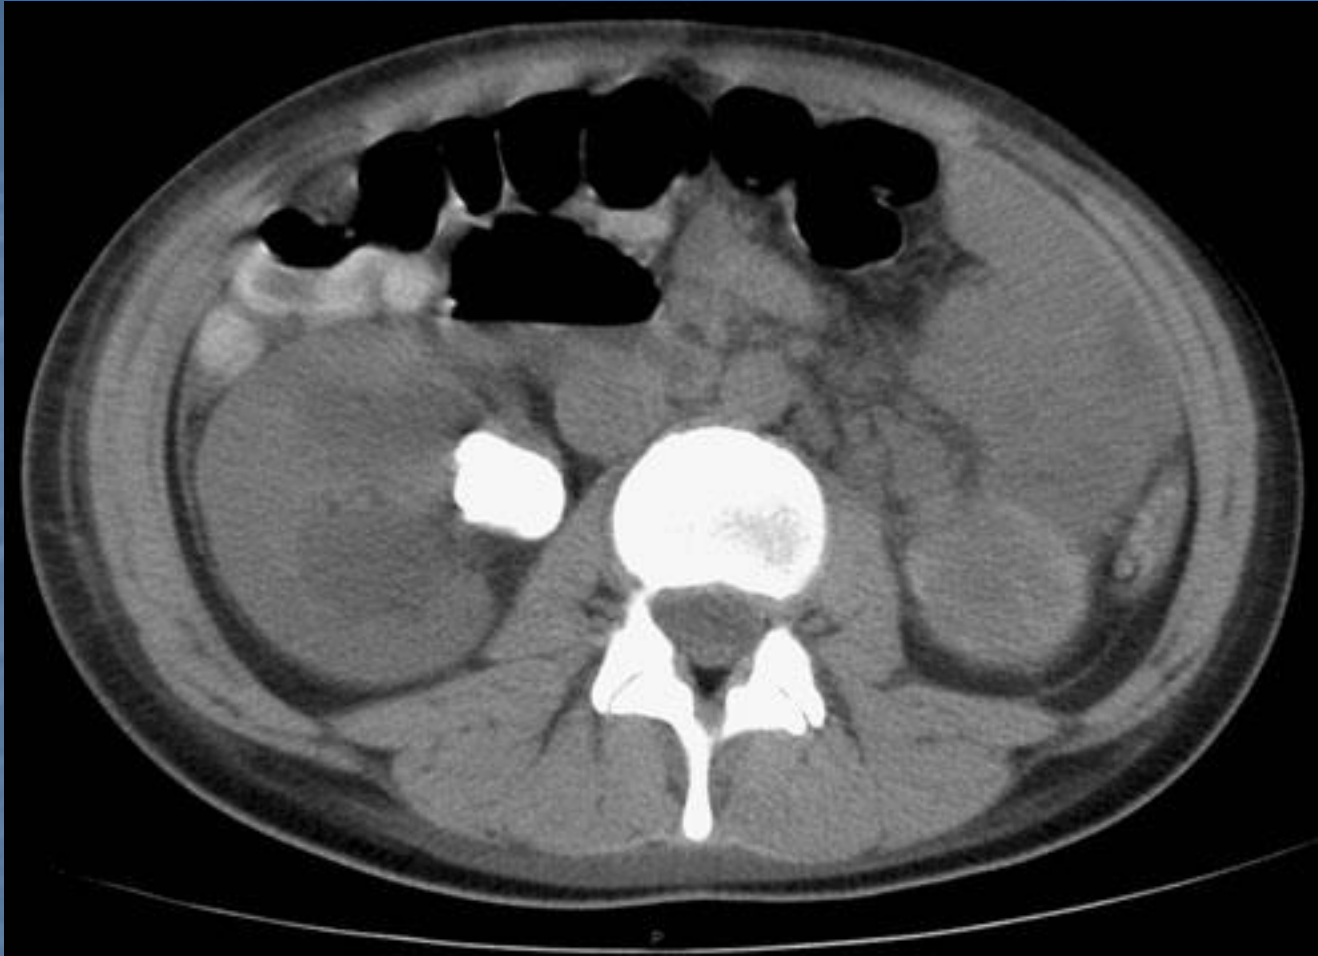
Computed tomography axial image of 2.5 cm right ureteropelvic junction stone causing hydronephrosis in 16-year-old female
